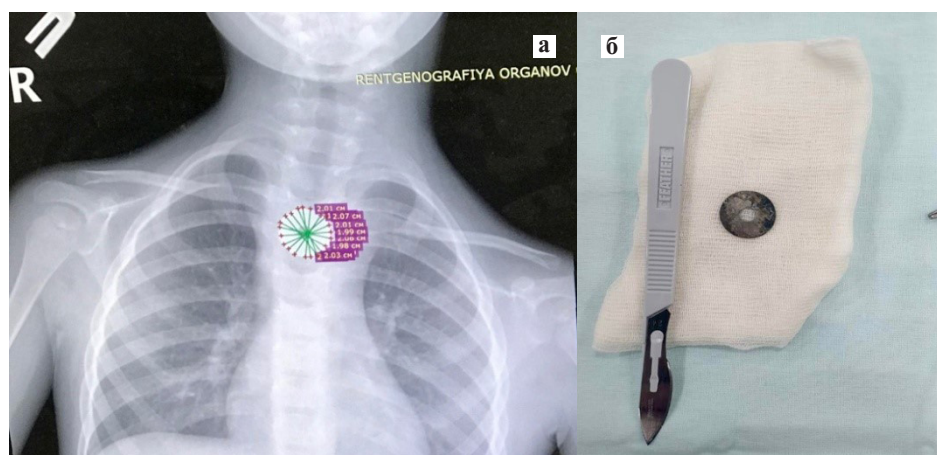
Рентгенография ребенка 10 лет с инородным телом пищевода.
